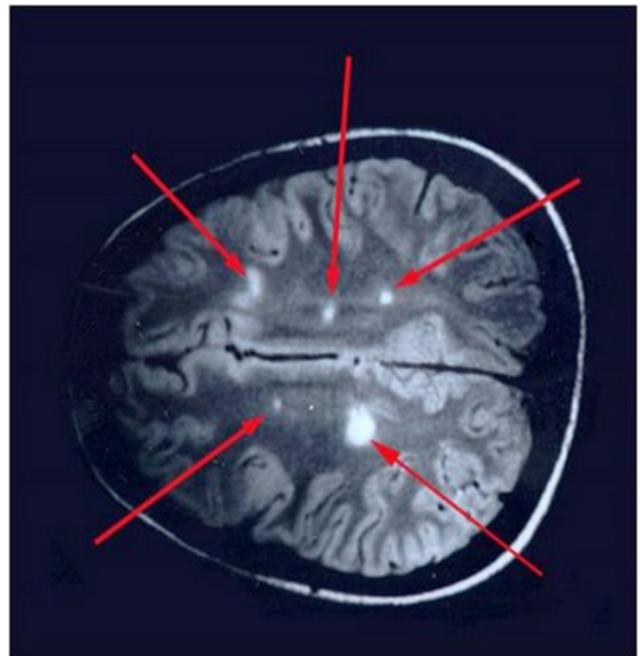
Ressonância magnética de corte axial, com seta indicando ponte de desmielinização no corpo caloso e periventriculares.
